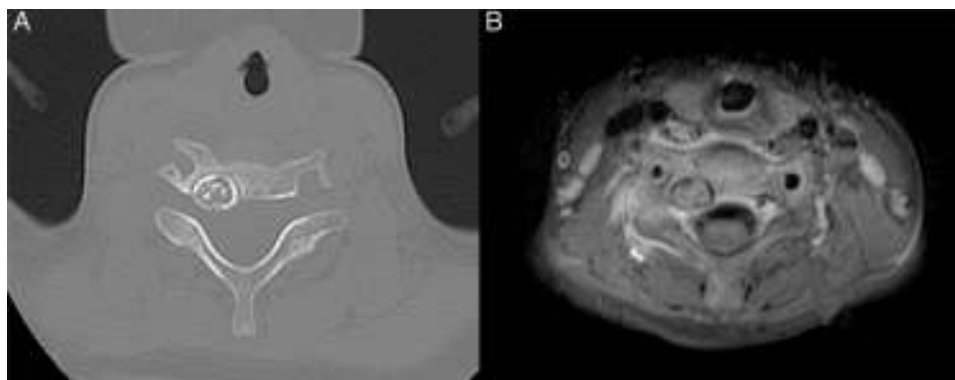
Osteoma osteoide. A) Varón de 16 años de edad. Imagen axial de TC. En el cuerpo vertebral de C6 se observa una lesión osteolítica (*nidus*) menor de 1,5 cm, con áreas de calcificación central. B) Imagen de RM con secuencia potenciada en T1, con supresión grasa tras la administración de gadolinio. Se observa un extenso edema (inflamación peritumoral), óseo y de partes blandas, asociado a este osteoma osteoide.
